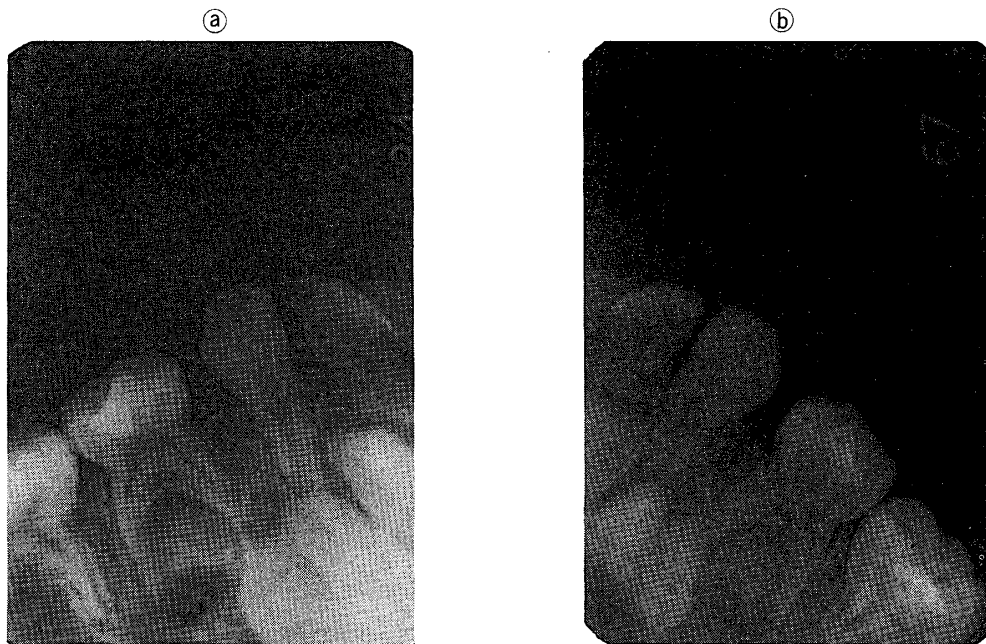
X-ray picture of lower bilateral fused teeth (a: \overline{CB} , b: \overline{BC})
